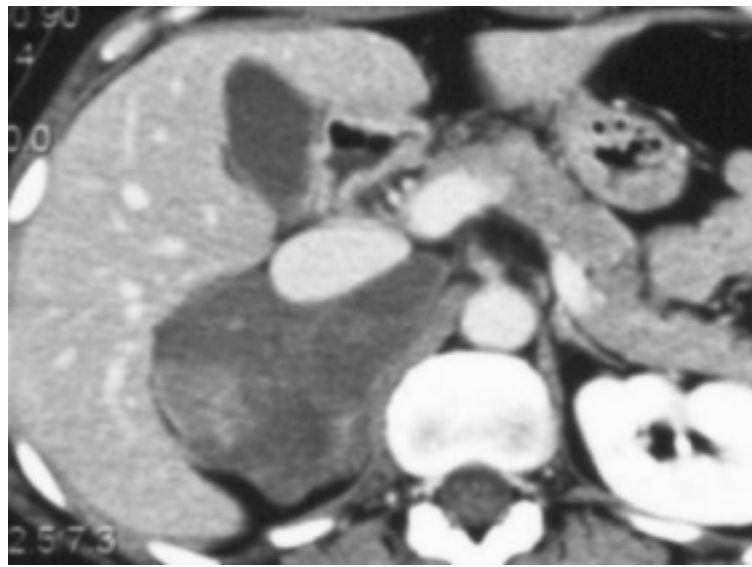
TDM surrénalienne objectivant une grande masse hypodense : ganglioneurome
